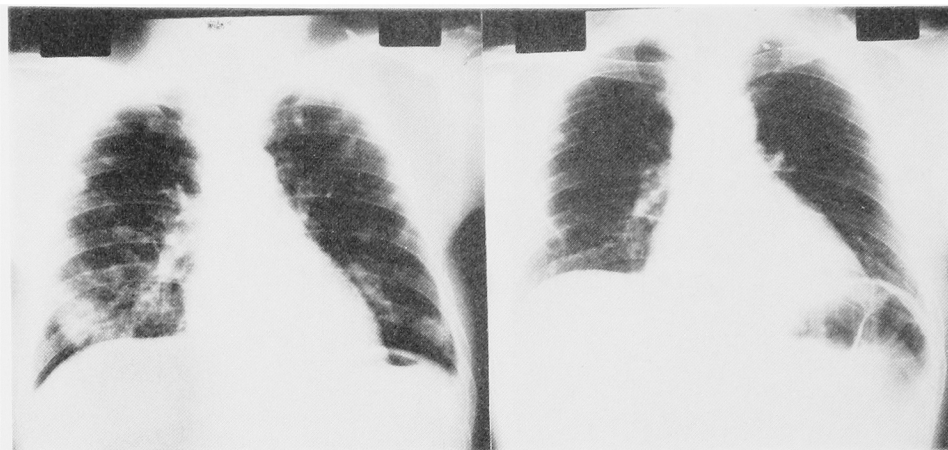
The chest X-ray views of case 14 before and after the treatment with VPM-CisCF (II) chemotherapy. Multiple pulmonary metastases in the left, and partial recovery in the right.
